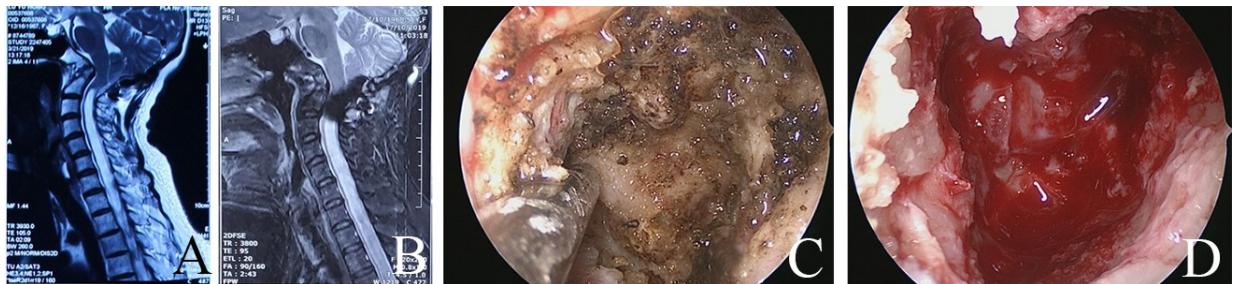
应用“筷子技术”进行鼻内镜经鼻入路治疗齿状突畸形前后 MRI 及术中内镜观察表现
